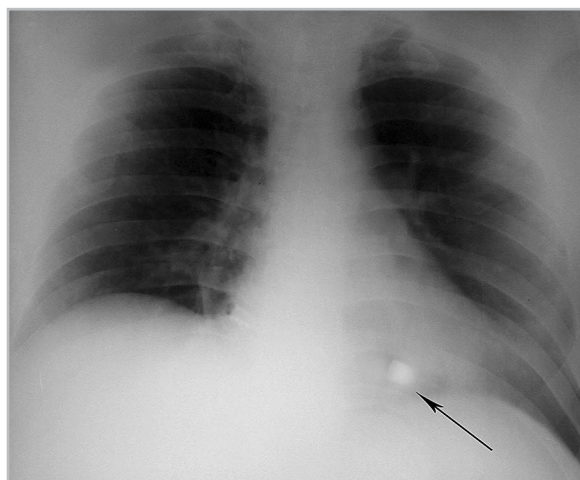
Обзорная рентгенограмма (прямая проекция) органов грудной клетки в положении пострадавшего лежа. В проекции тени сердца, на уровне базальных отделов, визуализируется инородное тело металлической плотности (пуля) (черная стрелка)
